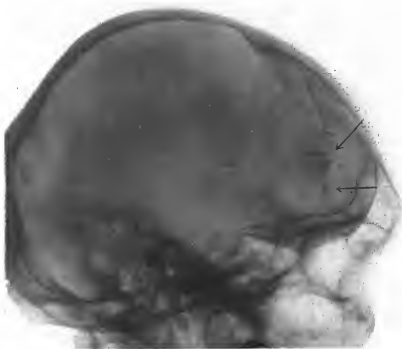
Radiographie prise avant l'intervention. Les flèches indiquent les esquilles situées dans le lobe frontal gauche.
